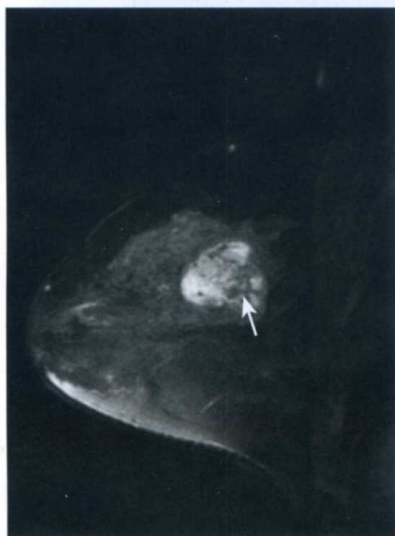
乳腺纤维腺瘤内部低信号分隔 MRI 表现
